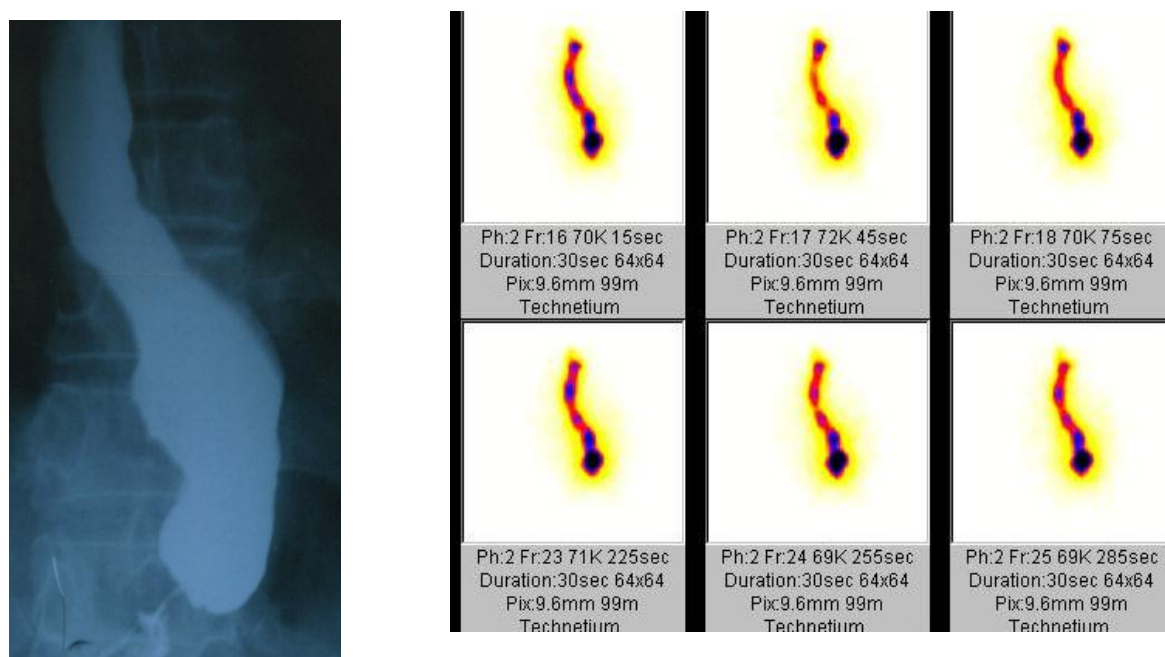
Рентгенологическая и радиоизотопная картина гастротрансплантата
